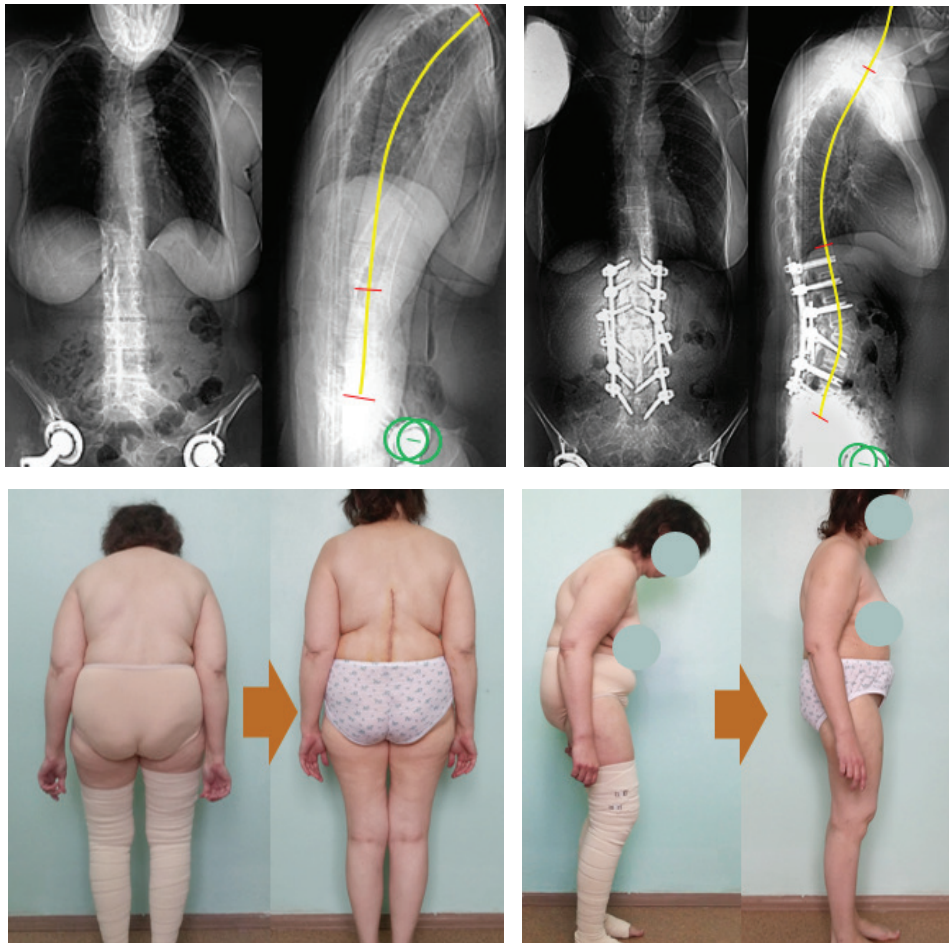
Пациентка 47 лет с болезнью Бехтерева. Предоперационные постуральные рентгенограммы демонстрируют выраженное нарушение сагиттального баланса (А), на рентгенограммах в послеоперационном периоде наблюдается выраженная коррекция деформации за счет PSO с четырехстержневой фиксацией зоны остеотомии (В), внешний вид пациентки до и после операции сзади (С) и сбоку (D)
